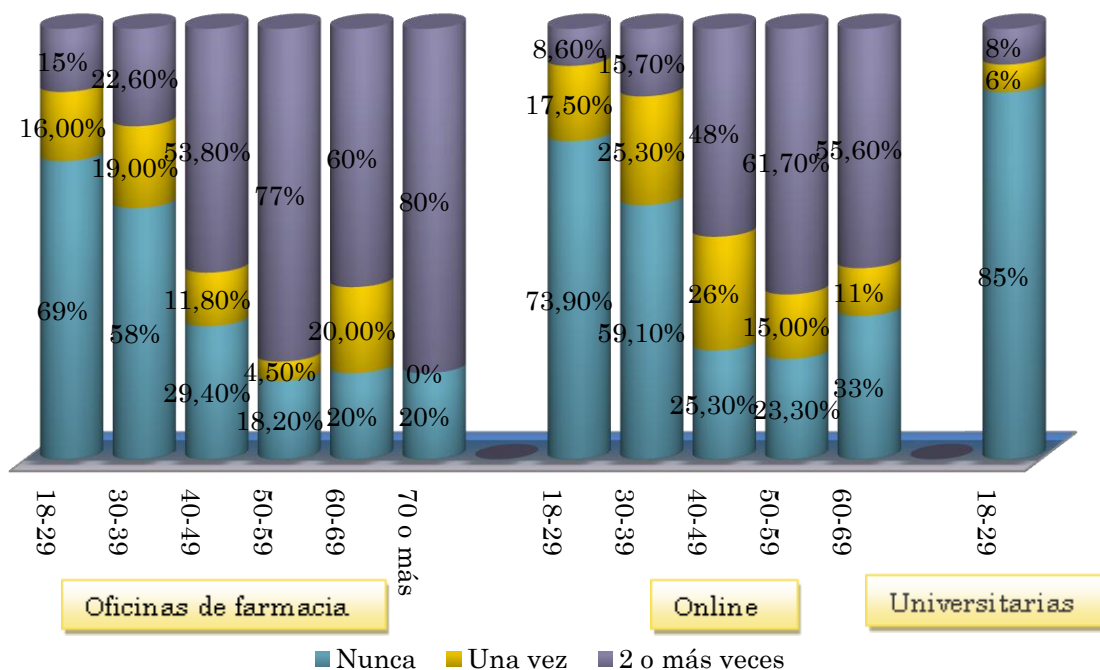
Realización de ecografías mamarias por edades en los distintos grupos poblacionales.
